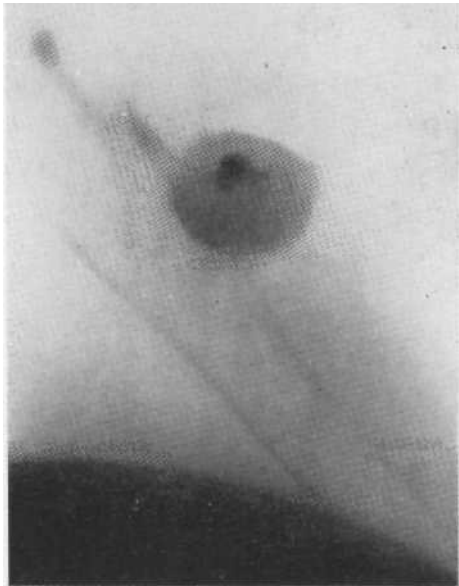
Томограмма в прямой проекции. Гамартохондрома с типичным обызвествлением. Операция.
